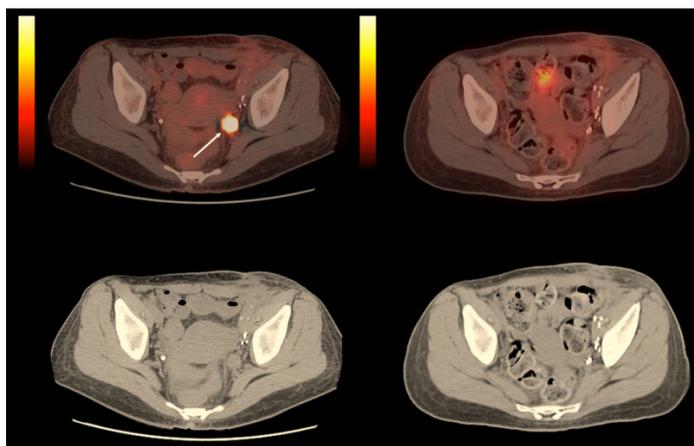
Ejemplos de técnicas de imaging: abajo imágenes TAC, que proporcionan información sobre la densidad de los tejidos, mostrando con gran detalle los huesos. Arriba, una imagen PET, en la cual tenemos información acerca de la actividad metabólica de los tejidos, es decir cuánto azúcar es consumido: de esta forma podemos identificar zonas de actividad anómala, normalmente tumores, como viene señalado por la flecha blanca.
